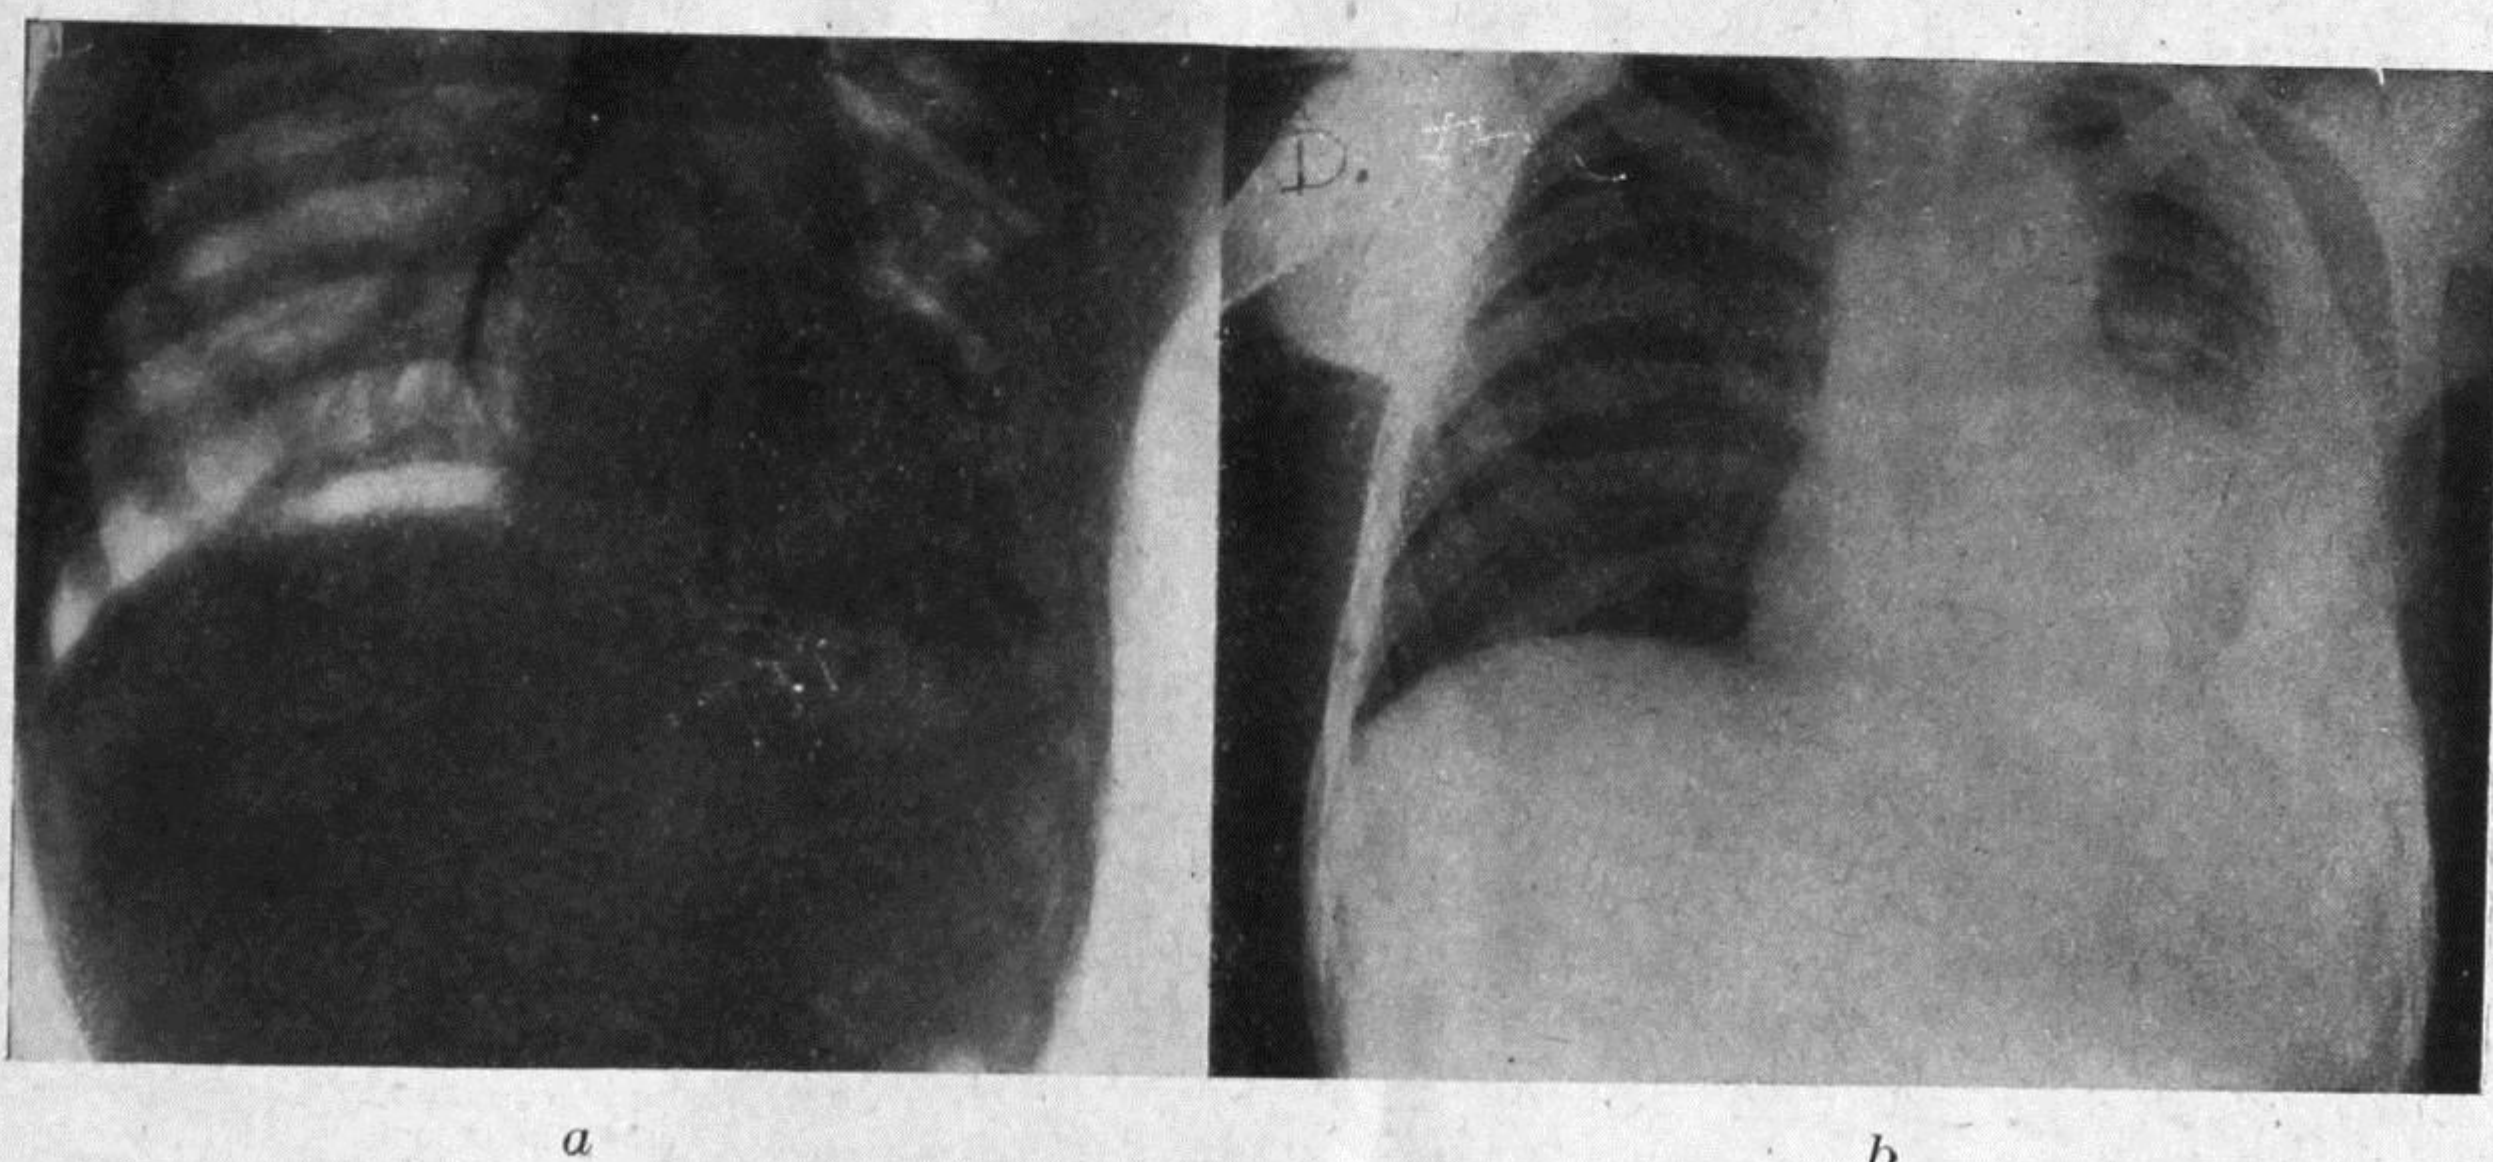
Caso IV. - a) Broncografia prima e b) radiografia semplice dopo l'operazione.
